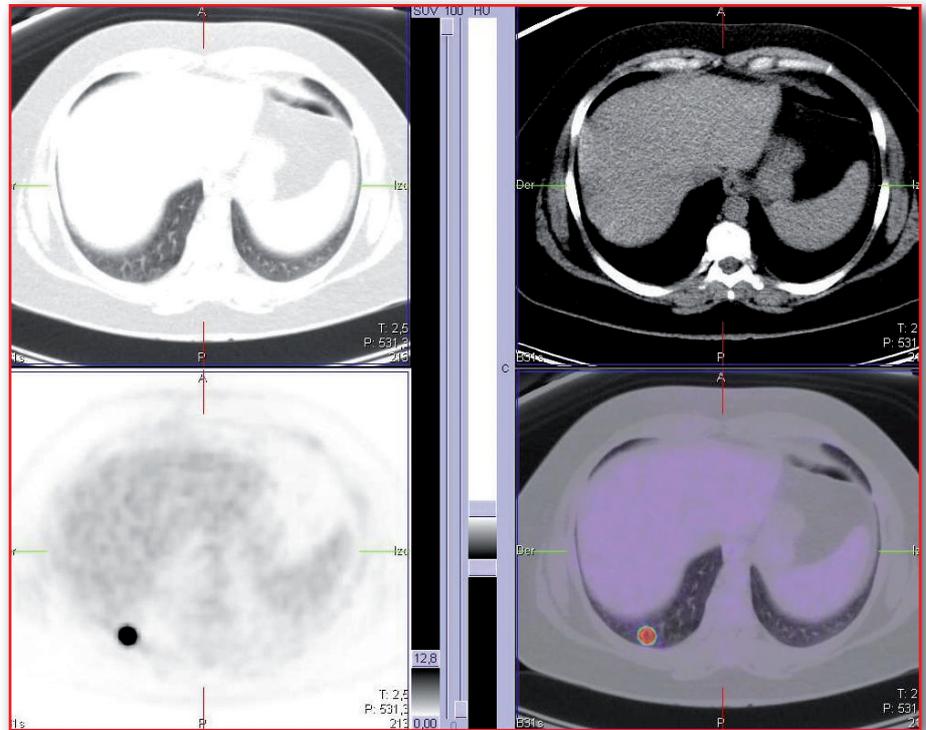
Foco de incremento de captación en base pulmonar derecha sin alteraciones en la TAC en relación con artefacto por la inyección.
